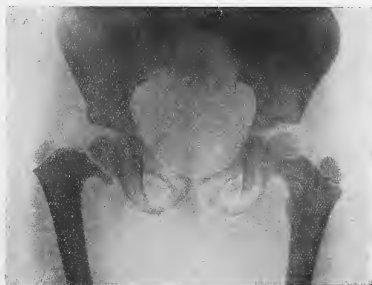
Coxa vara congénitale peu accentuée. L'angle cervico-diaphysaire n'est pas très fermé (90° environ). Le cartilage fertile semble anormalement développé et la portion du col qui le borde paraît pousser un prolongement lamelliforme au-dessous de la tête. Contrairement à ce qui existe dans les coxa vara rachitiques il n'y a pas d'incurvation en arrière du col ni d'incurvation en varum de la diaphyse fémorale, ni de modification de la forme du détroit inférieur. Cas *Bocq... Madeleine*, 6 ans et demi, radiographie du 8-12 1921.
